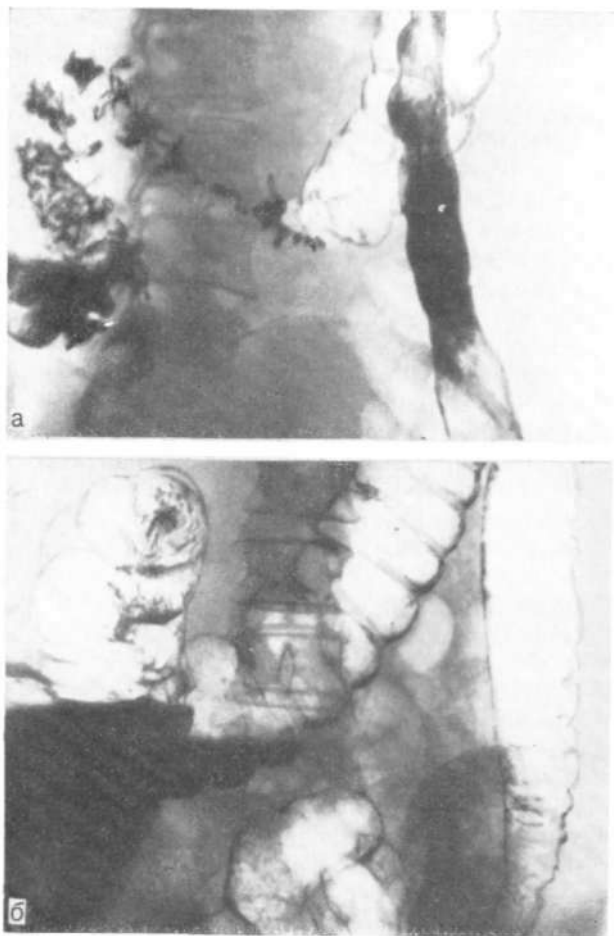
Прицельные рентгенограммы поперечной ободочной кишки. Спазм кишки при обострении панкреатита. а — сужение просвета с нарушенной гаустрацией; б — после введения метацина просвет полностью расправился.
